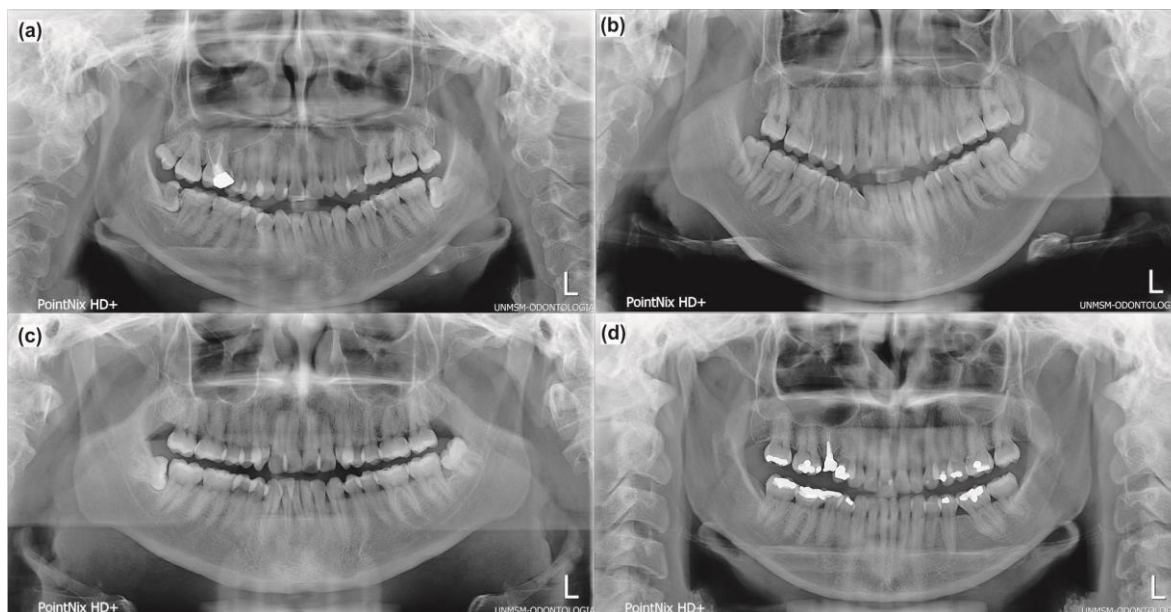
Radiografías panorámica que evidencia criterios de exclusión.
